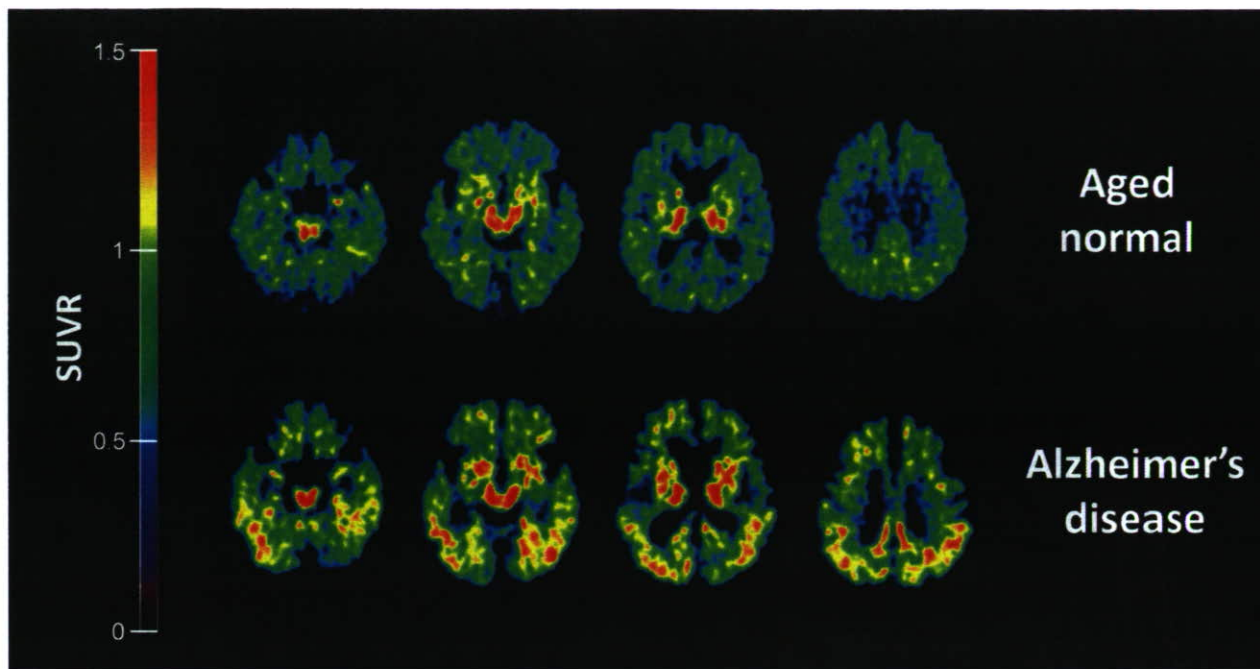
健常高齢者 (Aged normal)、アルツハイマー病 (AD) 患者の $[^{18}\text{F}]\text{FACT}$ PET 画像 (投与 10~30 分後の SUVR 画像)
